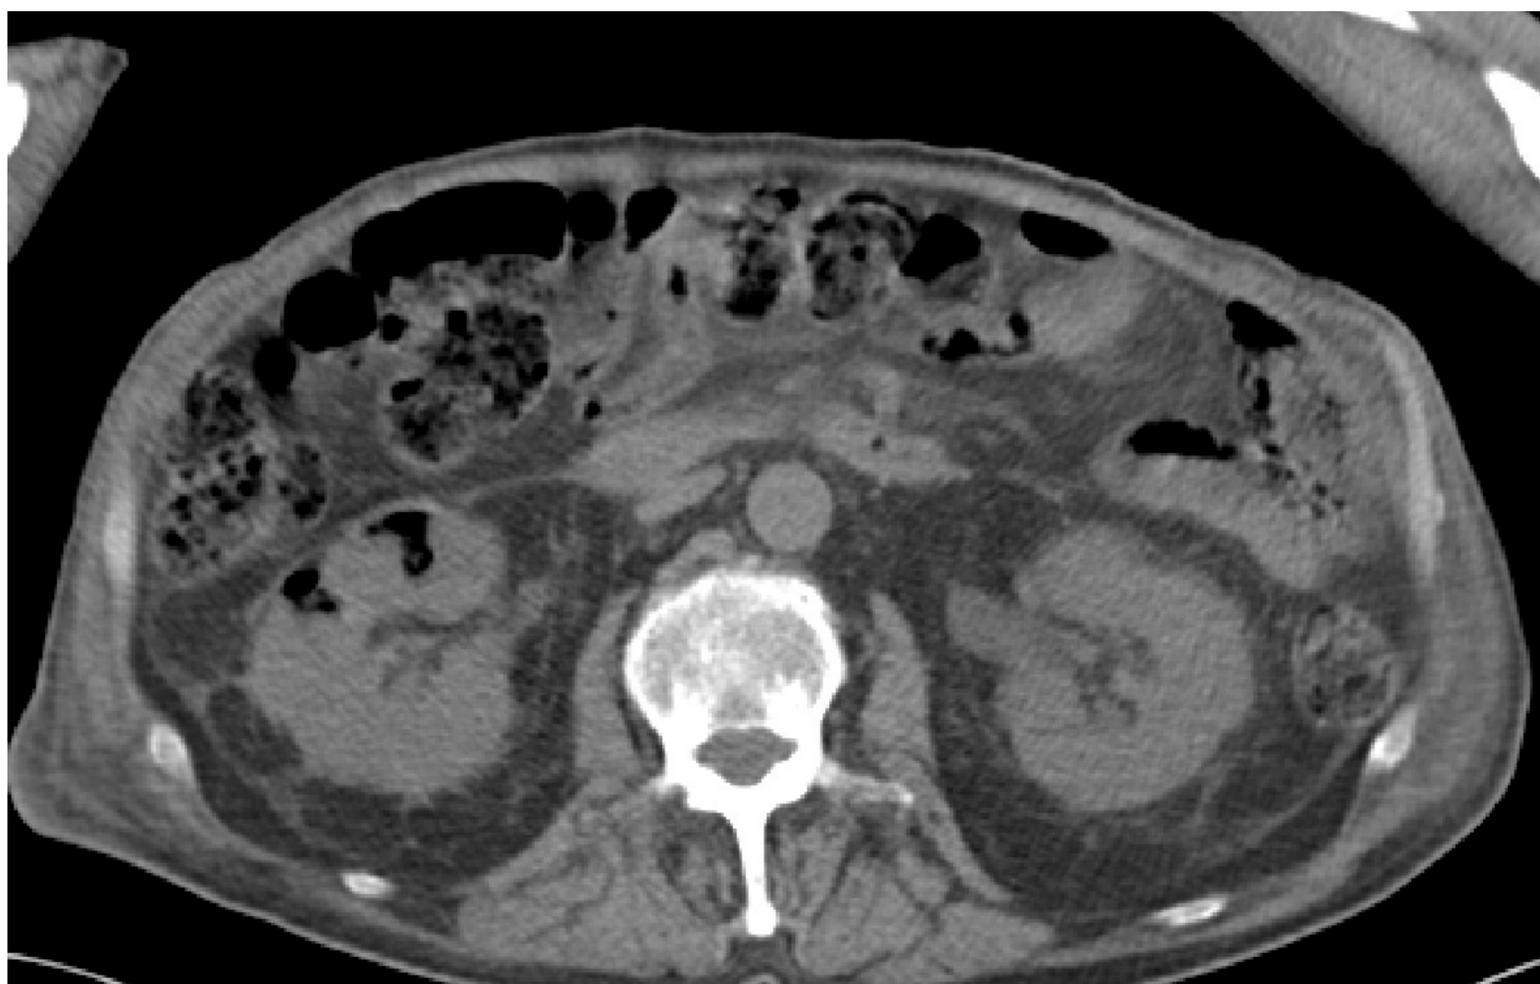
Mismo paciente de Fig 9. En el que se realiza TC sin contraste observando ambos riñones de tamaño y morfología normal con aire a nivel parenquimatoso renal derecho, sugestivo de pielonefritis enfisematosa. Asocia láminas de líquido libre perirrenal y entreasas.
